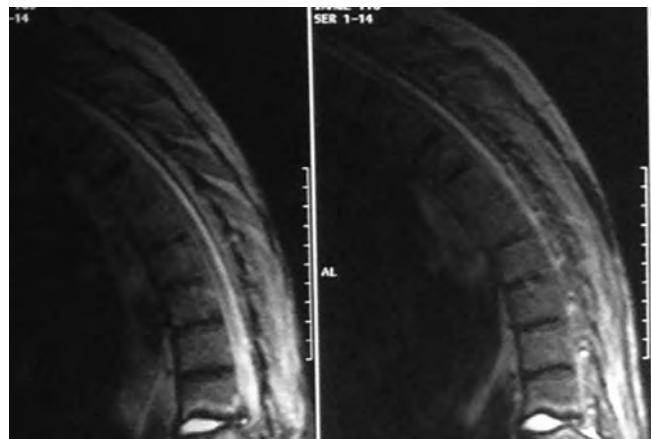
T2-weighted sagittal MRI demonstrates findings consistent with discitis at T11 and T12 disc level and associated subligamentous abscess extending into the spinal canal at T11 and T12 with cord compression and severe central canal stenosis at these levels.
